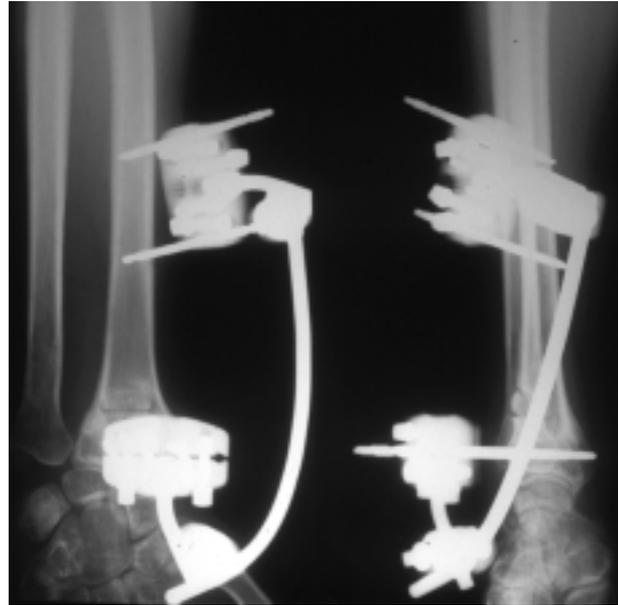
Radiographies de face et de profil post-opératoires immédiates
